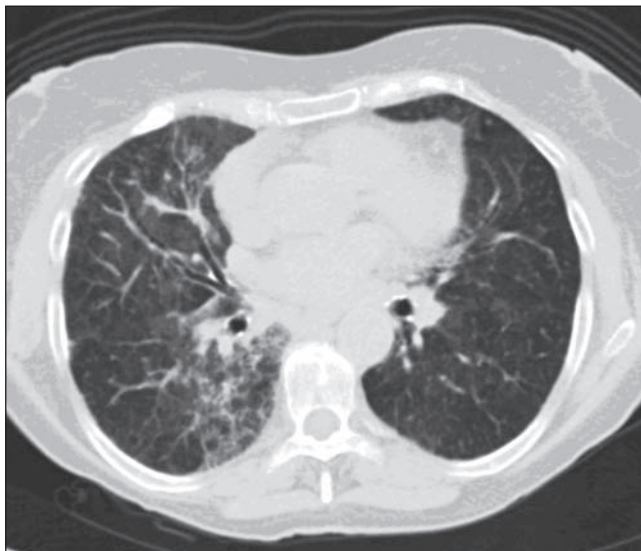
Tomografía axial computarizada torácica en la que se visualizan zonas parcheadas en vidrio deslustrado en forma bilateral de predominio en pulmón derecho.
